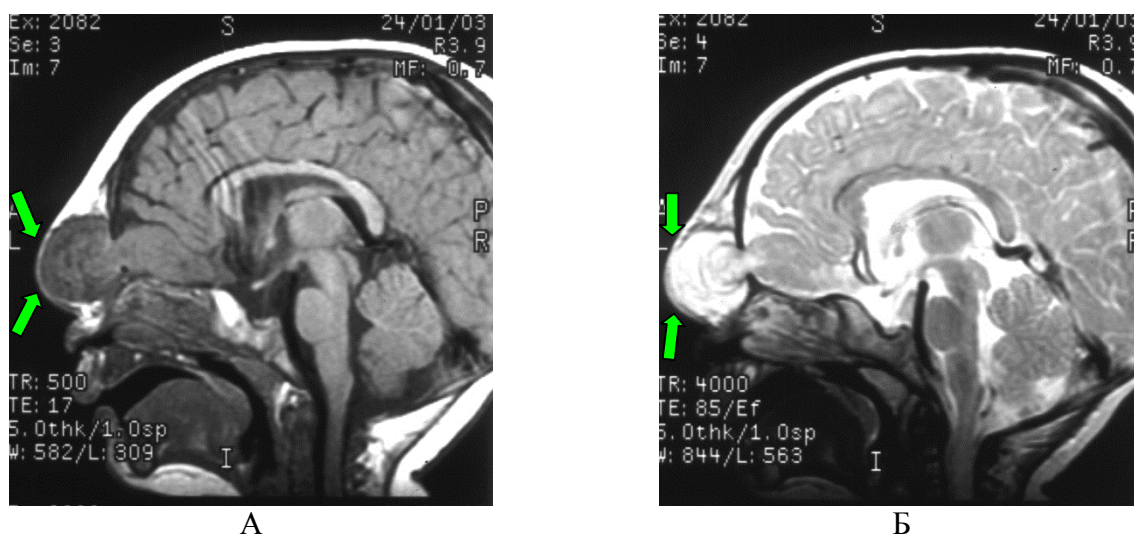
Пациентка Д-ка, 7 мес. МРТ- пациента с фронто-назальной черепно-мозговой грыжей: А –в режиме T1 стрелками указана черепно-мозговая грыжа, Б - в режиме T2 стрелками указана черепно-мозговая грыжа
